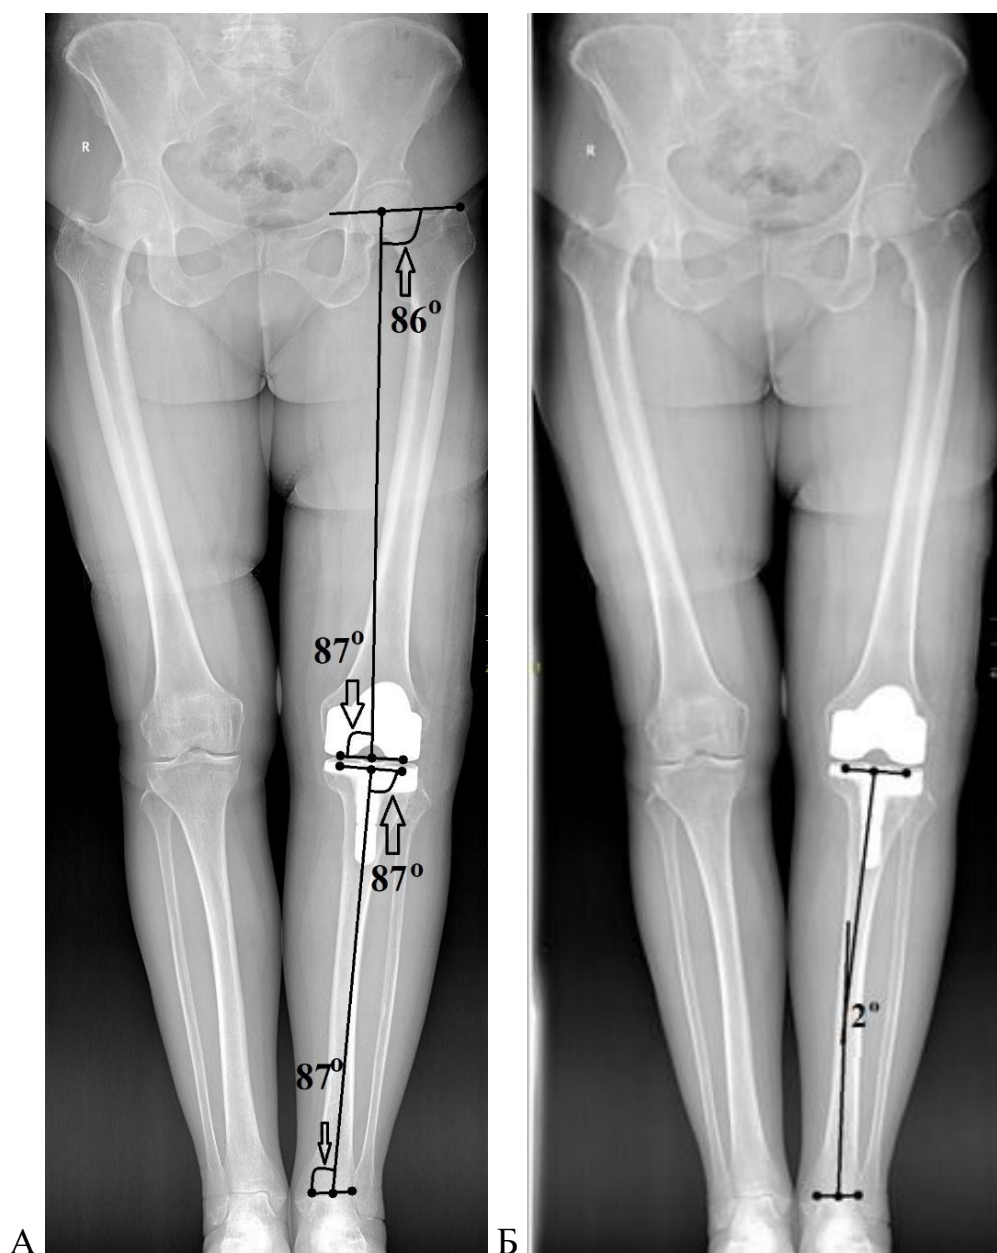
Телерентгенограмма нижних конечностей пациентки М., 1946 г.р., после одноэтапного эндопротезирования левого коленного сустава: А – РЛУ после операции мЛПрБУ – 86°, мЛДБУ – 87°, мМПрББУ – 87°, мЛДББУ – 87°; Б – величина остаточной деформации составила 2°, что является допустимым после тотального эндопротезирования коленного сустава
